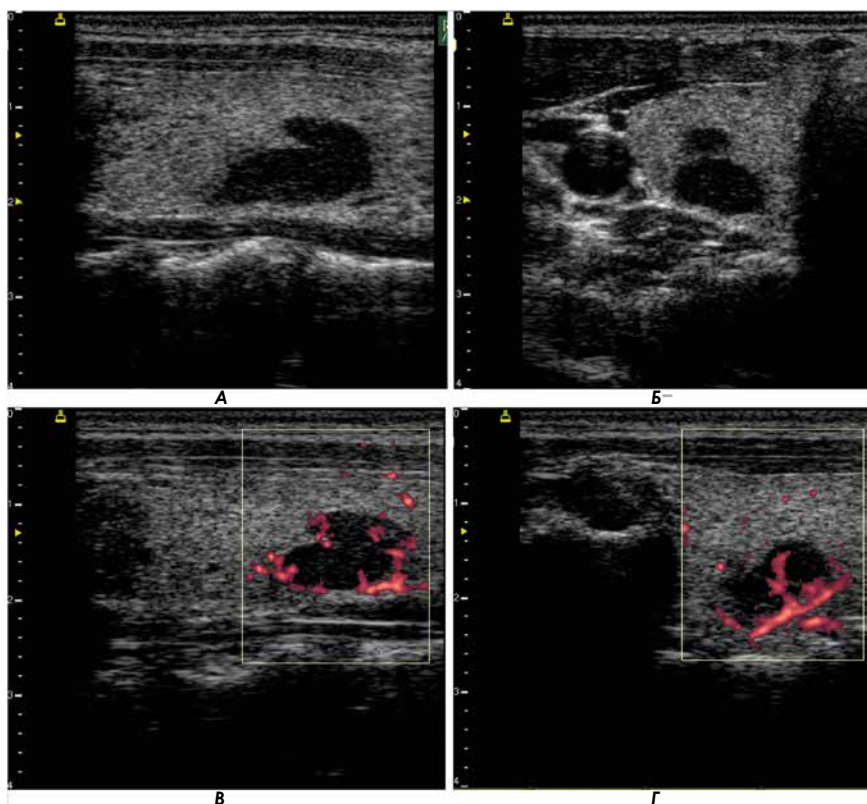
УЗИ органов шеи: А – В-режим, продольный скан, Б – В-режим, поперечный скан, В – ЭД, продольный скан, Г – ЭД, поперечный скан. Интрагитреоидно расположенная аденома ОЩЖ: гипоэхогенное однородное образование в правой доле ЩЖ размерами 8×10×20 мм с четкими неровными контурами, изогнутой формы, с интенсивным кровотоком и питающим сосудом, идущим от дорсальной поверхности доли ЩЖ. Патоморфологическое заключение: гиперплазия ОЩЖ
